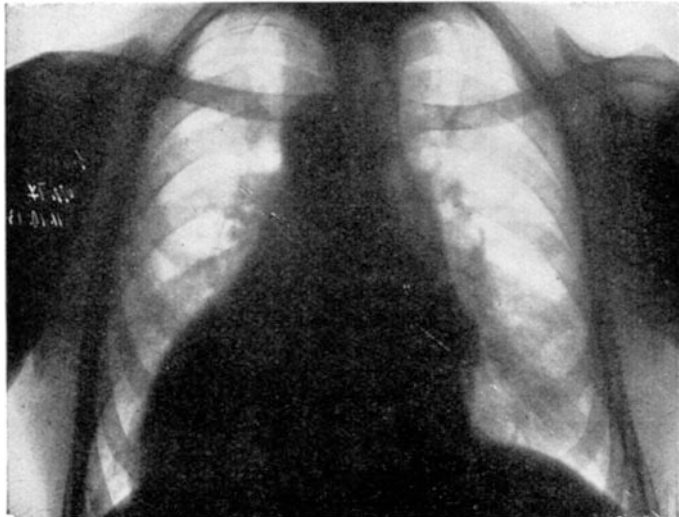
Röntgenbild bei Mitralinsuffizienz.
